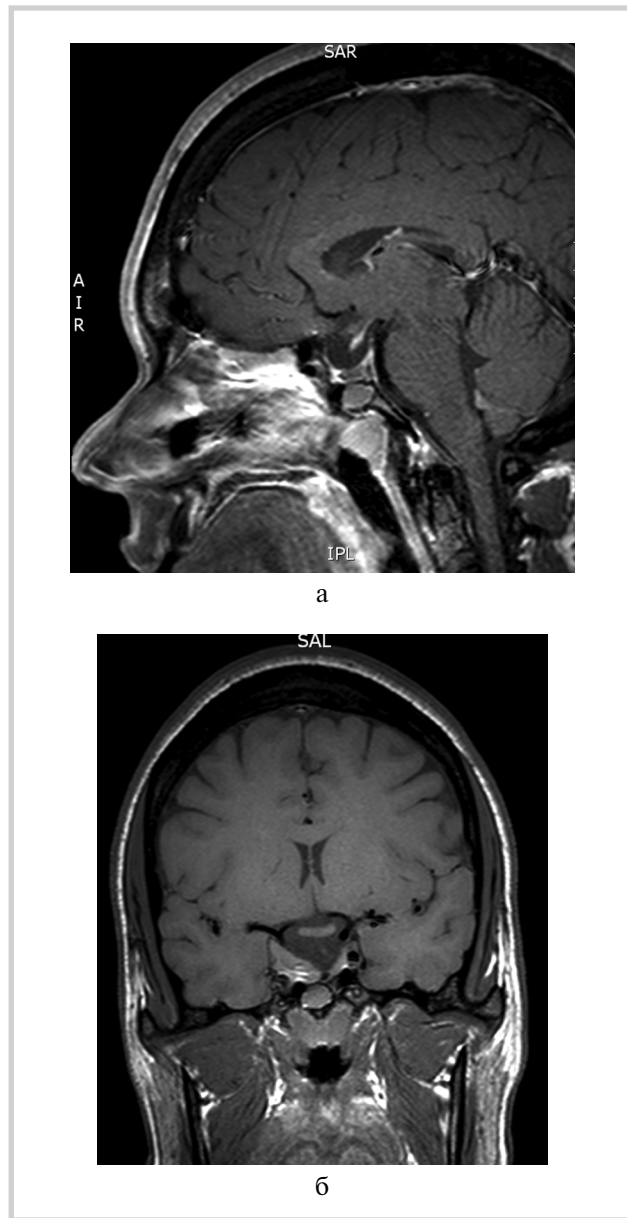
МР-томограммы головного мозга пациентки Е. после беременности и лечения аналогами соматостатина, июнь 2009 г.
